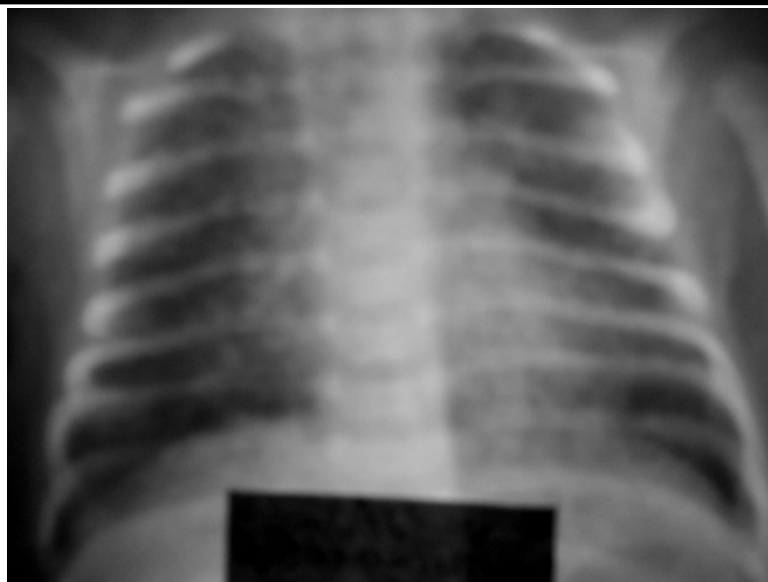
Рентгенограмма ребенка Т., 6 дней. Срок гестации 34-35 недель. Ателектатическая пневмония. Диффузно распространенные слабой и средней интенсивности мелкоочаговые тени обоих легких. Повышение прозрачности в латеральных зонах. Корни расширены. Нечеткость контуров тени средостения. Диафрагма опущена.
